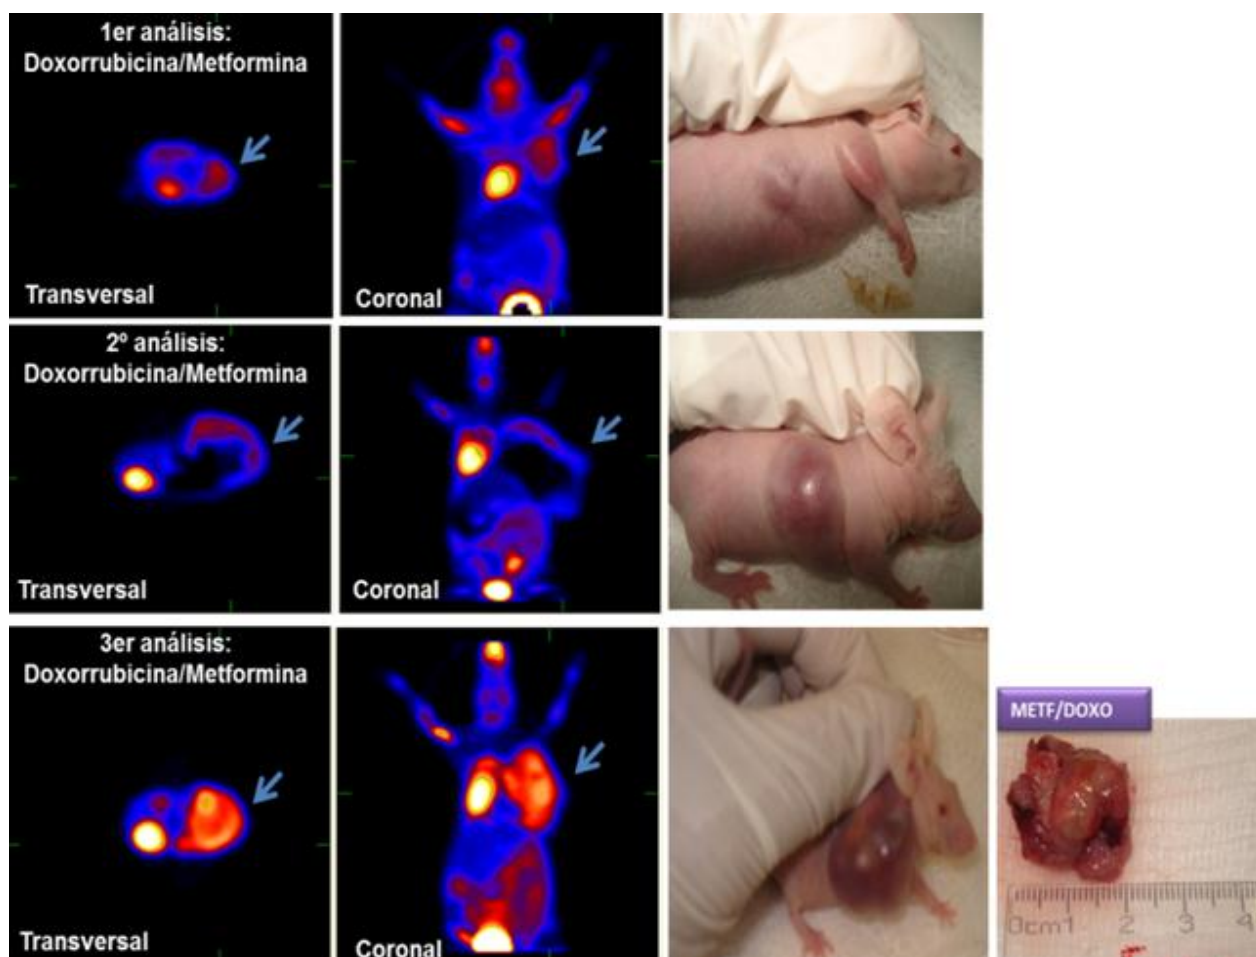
a. Muestra la evaluación del crecimiento tumoral de los grupos experimentales tratados con los fármacos en sinergia. Este análisis se llevó a cabo mediante microPET empleando el radionúclido ^{18}F FDG. El seguimiento de la enfermedad se evaluó mediante 3 análisis (basal, 7 y 15 días). a) grupo metformina/F3 se observó crecimiento significativo con respecto a la masa tumoral inicial. A la derecha se muestran los animales que se utilizaron durante los 15 días del seguimiento de este análisis y la masa tumoral extraída al finalizar el estudio. Las flechas indican la zona de mayor captación de la ^{18}F FDG; la cual se biodistribuye en la zona de mayor demanda energética. Por su naturaleza fisiológica, en los órganos corazón y cerebro se observa mayor captación del radionúclido; en la vejiga se observa captación debido a que la ^{18}F FDG es excretada a través de la orina.
